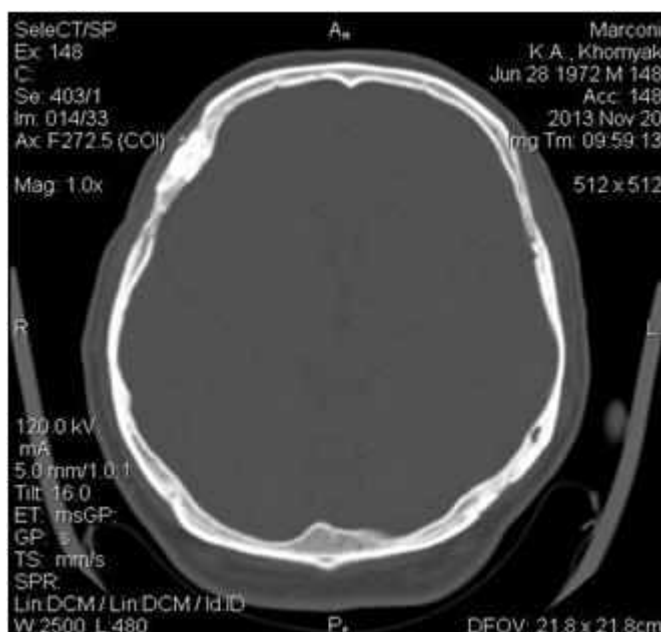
Спостереження № 1. КТ хворого Х-як, 41 рік (історія хвороби №380), виконана через 7 років після краніопластики.
